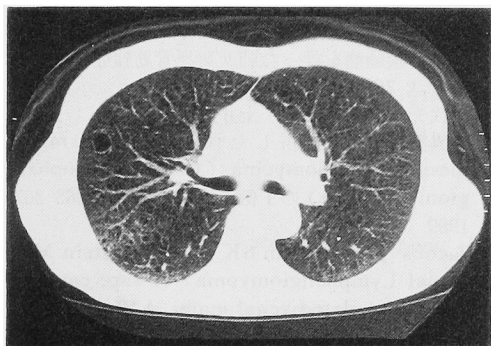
Lung CT revealed multiple cystic change in all field.
